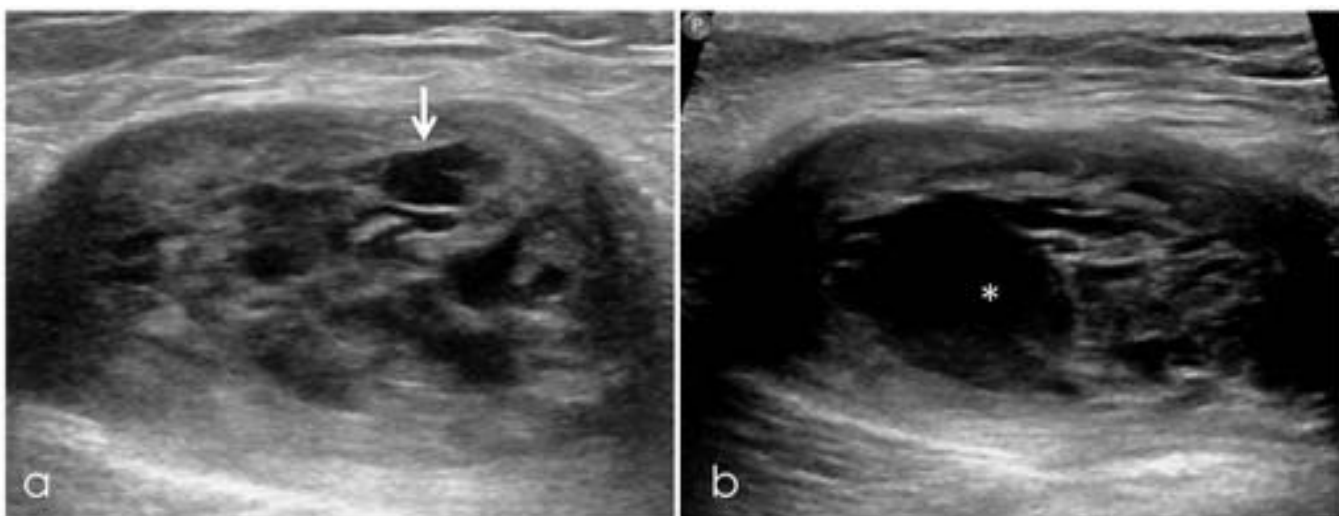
Ecografía (a) que muestra una masa de bordes bien definidos y ecogenicidad heterogénea con periferia más ecogénica que el centro y áreas quísticas (flecha). Ecografía de control una semana después (b) en la que se aprecia un aumento del contenido líquido anecóico (asterisco) y leve disminución del
